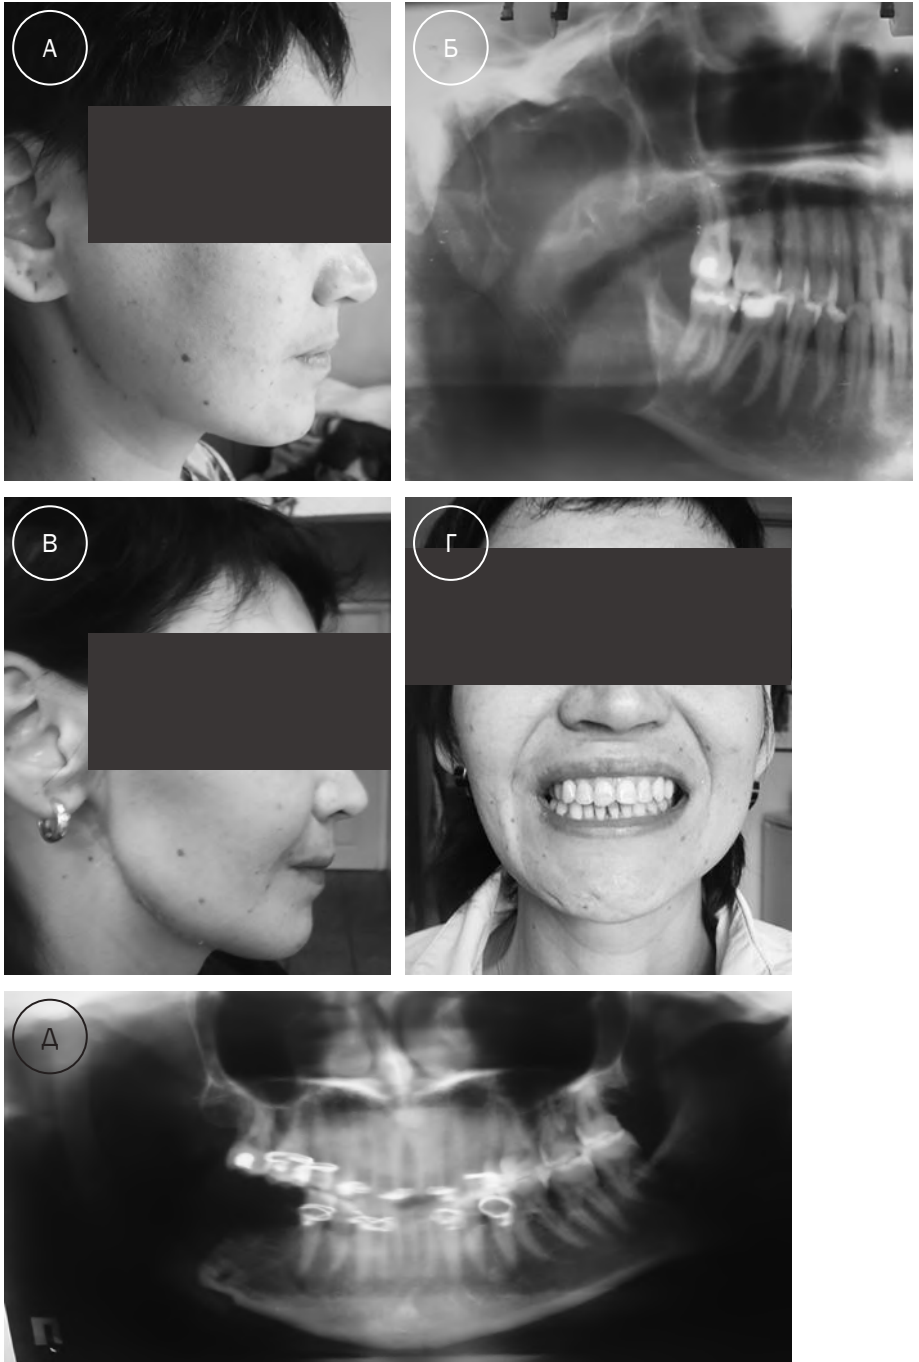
А, Б – остеобластокластома гілки нижньої щелепи; В, Г – загальний вигляд пацієнтки після відновлення цілісності гілки і тіла нижньої щелепи реберним неваскуляризованим аутотрансплантатом; Д – контрольна рентгенограма після відновлення цілісності гілки і тіла нижньої щелепи реберним аутотрансплантатом
